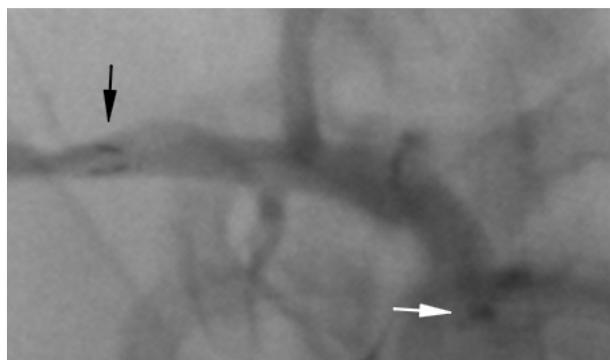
Durchleuchtungsaufnahme eines Devices mit unvollständiger Entfaltung der distalen Röntgenmarker (*schwarzer Pfeil*) unmittelbar nach Implantation.
